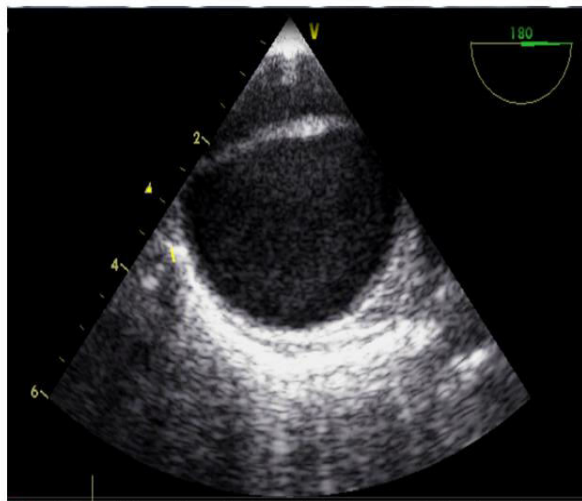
Image d'échocardiographie transoesophagienne montrant la dissection aortique : type I de De Bakey et type A de Stanford flap intimal dans sa portion de l'aorte descendante
